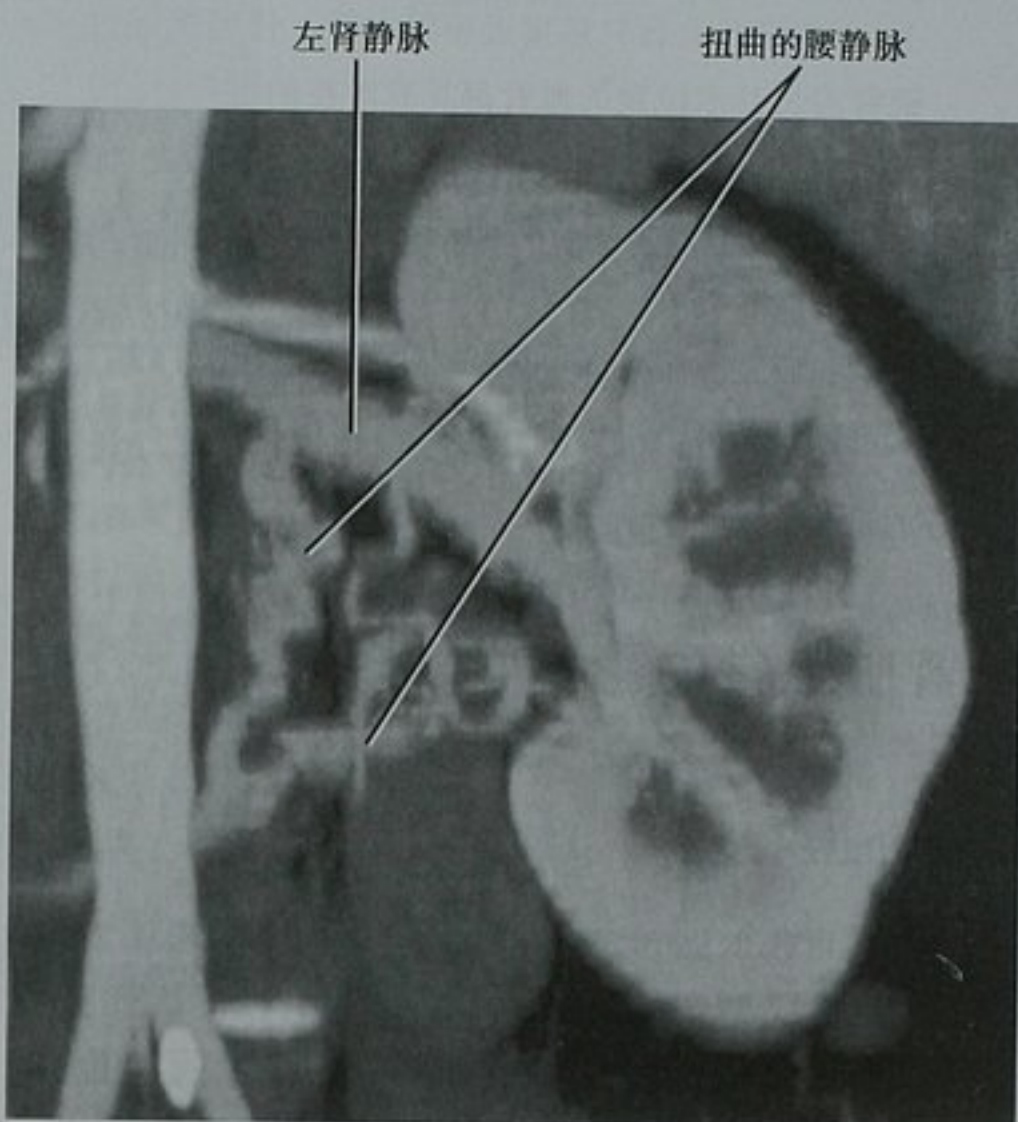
增强 CT 冠状位 MIP 图像显示一条扩张扭曲的腰静脉连接左肾静脉
